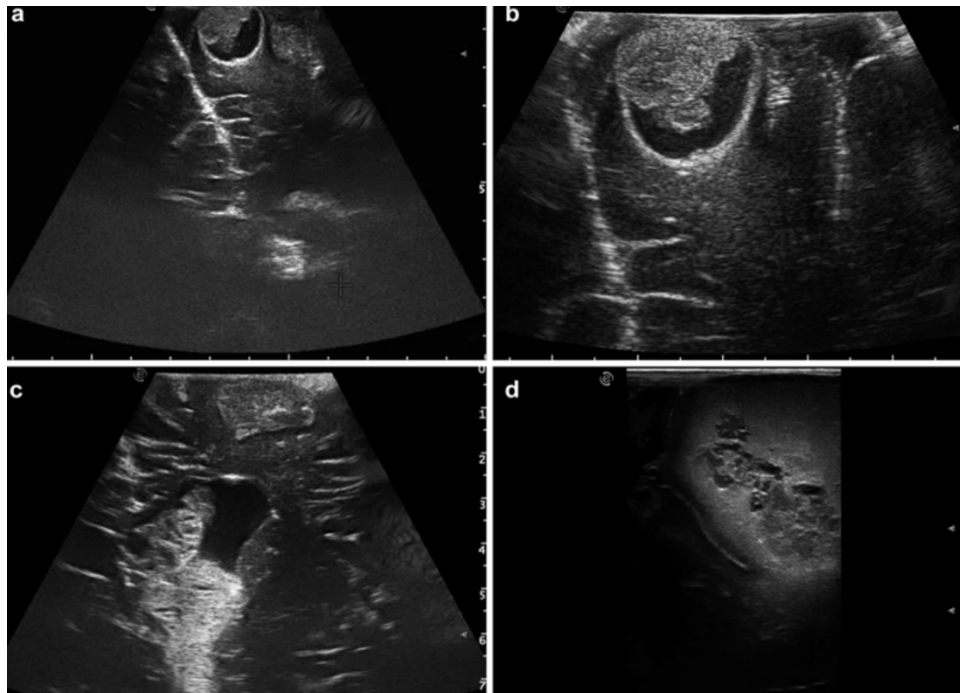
Le premier balayage doit être effectué avec un champ de vision large afin de visualiser la cible principale ainsi que les structures environnantes (a). Ensuite, le pouvoir grossissant doit être augmenté afin de mieux comprendre la morphologie de la lésion et les tissus environnants (b). Plus la fréquence des ultrasons est élevée, plus la résolution spatiale est élevée, mais plus la pénétration est faible (d), et vice versa (c). Une sonde multifréquence peut couvrir la fréquence la plus utilisée, tant pour les tissus profonds que pour les lésions superficielles .
